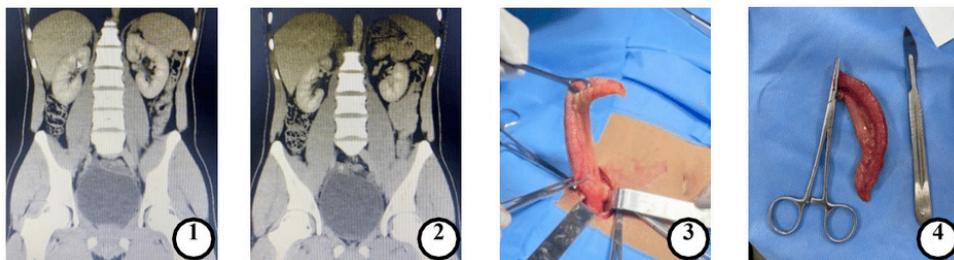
TC de abdome evidenciando o apêndice cecal em um corte coronal sobre a bexiga;
